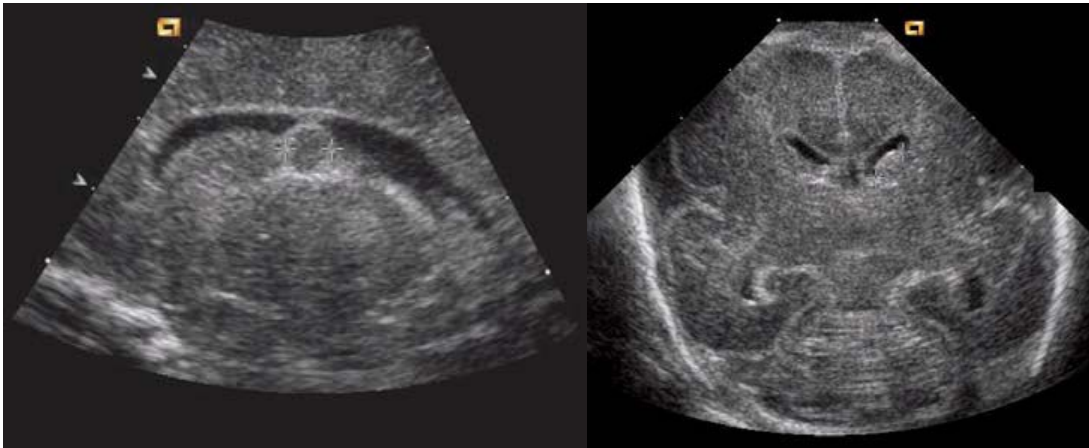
Sonographische Darstellung von Hirnblutungen Frühgeborener: Grad I (51).
